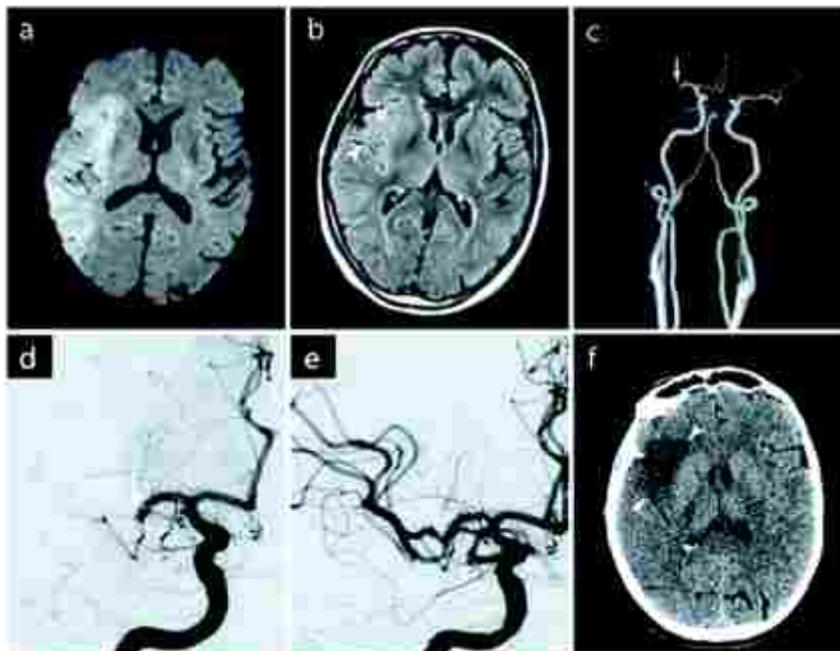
Descripción: Paciente de 66 años que presenta un déficit del hemisferio izquierdo de inicio súbito. Se realiza un IRM cerebral al llegar, al cabo de 4 horas del inicio del déficit. La imagen de difusión ($b=1000 \text{ sec/mm}^2$).
